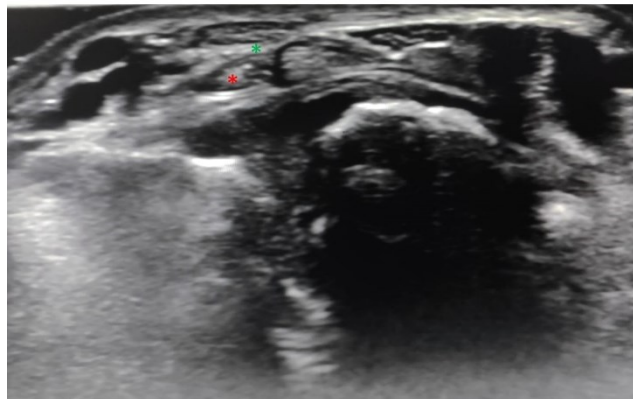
Ecografía de la muñeca a nivel del túnel carpiano.
